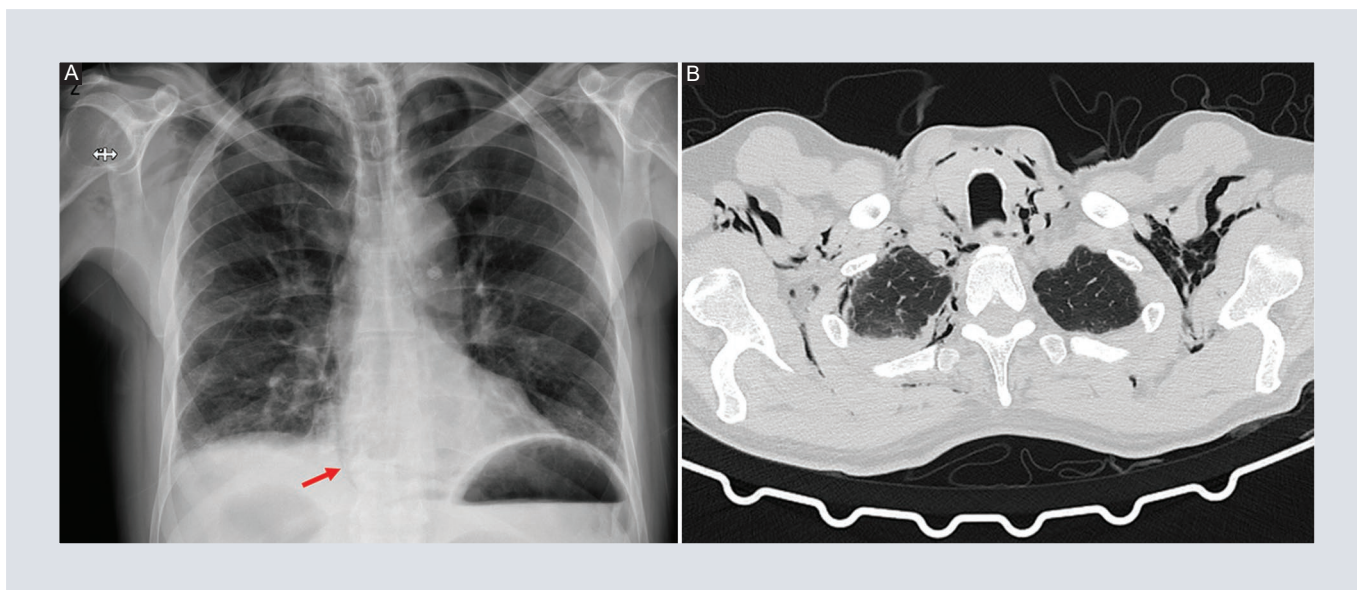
Enfisema subcutáneo, neumomediastino y neumopericardio. A: radiografía de tórax postero-anterior en donde se observa derrame pleural bilateral de predominio derecho además de neumopericardio (flecha). B: reconstrucción axial de tomografía computarizada simple, muestra neumomediastino con disección de planos cervicales.
